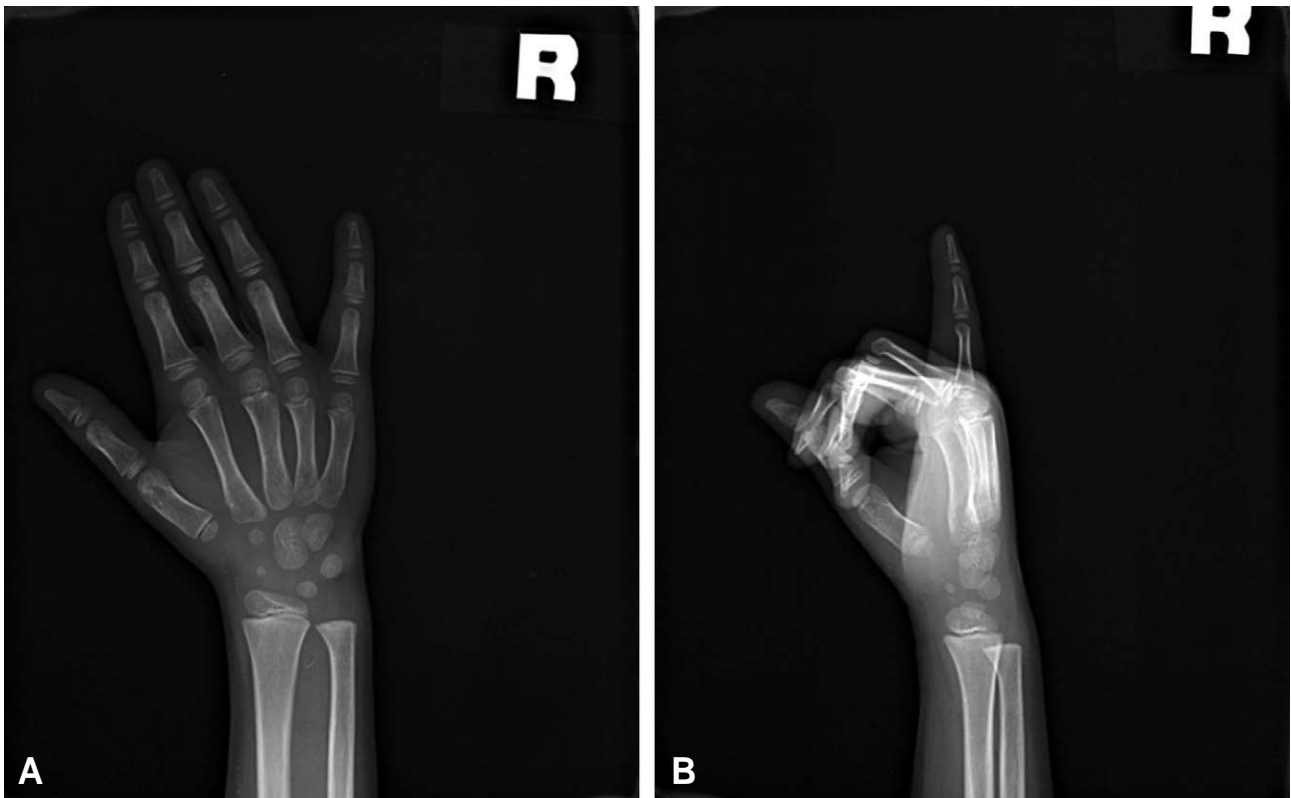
Anteroposterior radiographs of the right hand (A) and oblique radiographs of the right hand (B) show normal bony structure and soft tissue.
